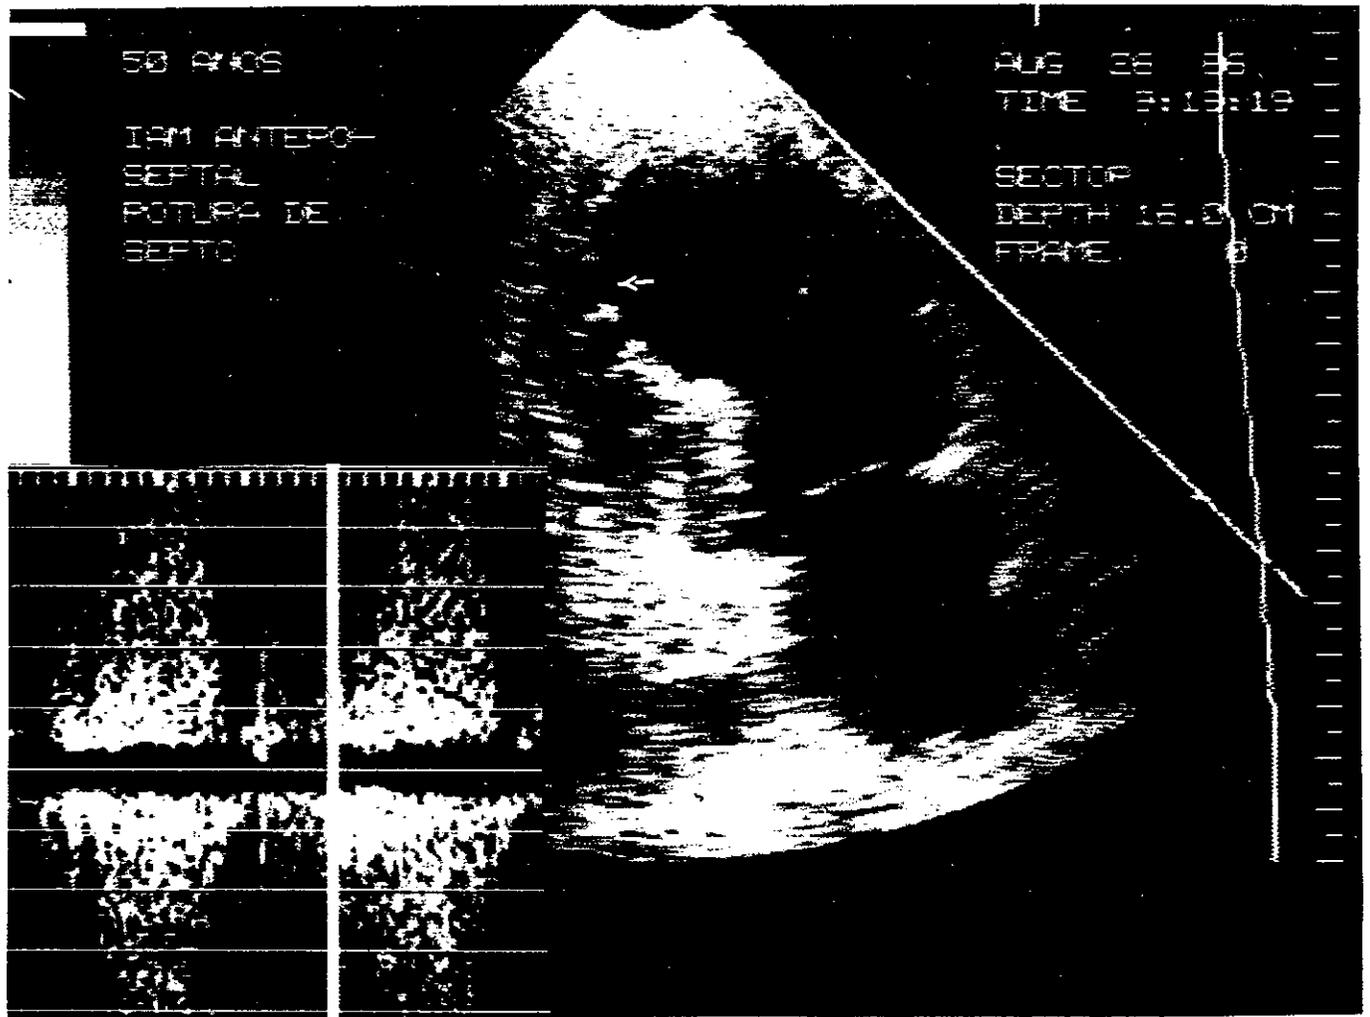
A foto e a ilustração demonstram o local da ruptura "protegido" pelas trabeculações do VD. O Doppler demonstra fluxo sistólico turbulento registrado no local.
